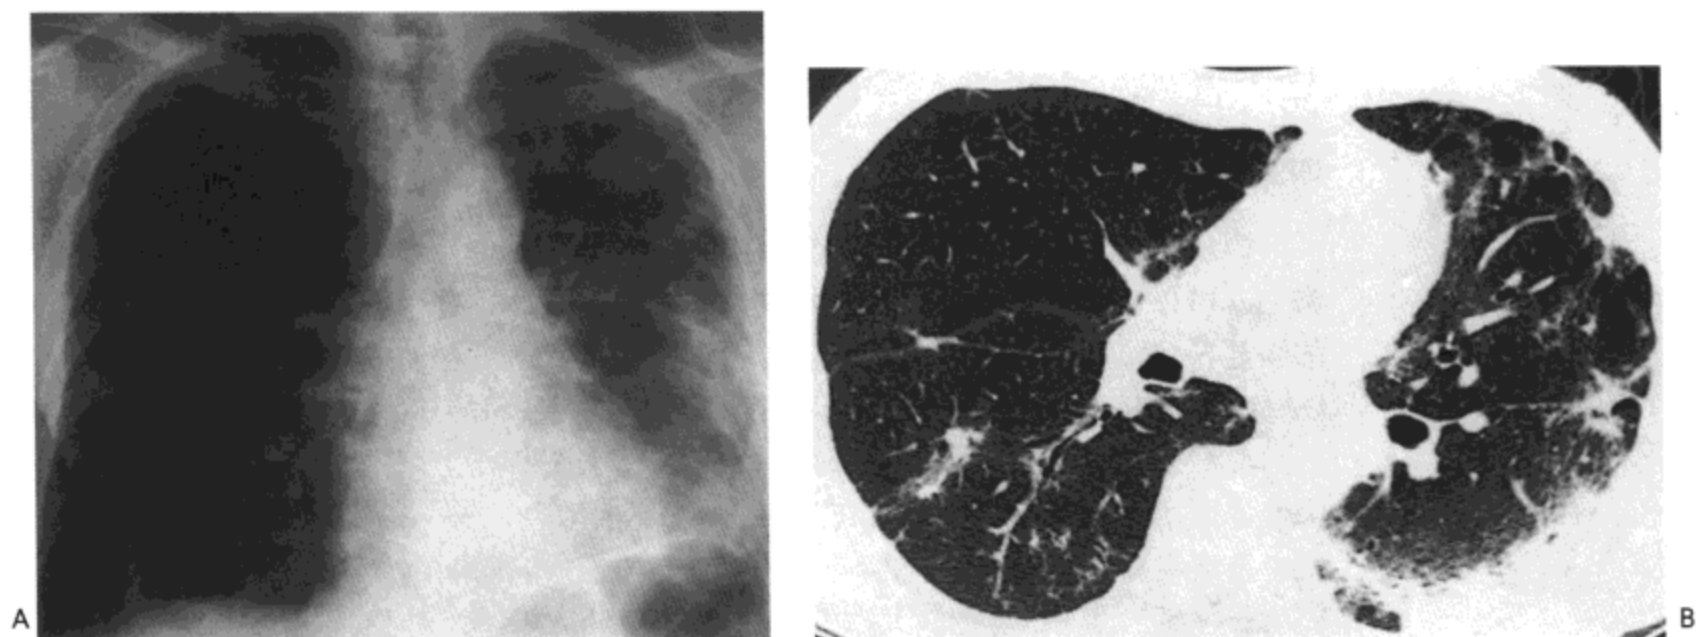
药物反应性阻塞性细支气管炎伴机化性肺炎。A: X 线胸片示左肺周围与基底部广泛实变及右肺的轻度实变。B: 高分辨率CT影像(1mm层厚)示左肺下叶与舌叶胸膜下实变,右肺下叶局限性实变与片状磨砂玻璃影。病人男,58岁,曾接受环磷酰胺与白消胺治疗。
